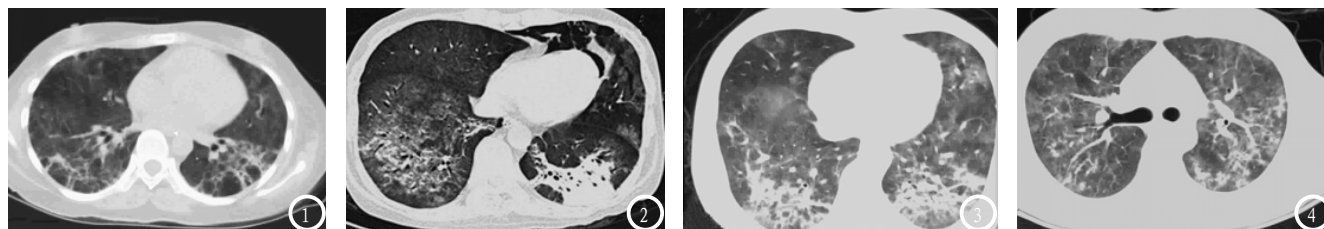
患者男, 39岁, 早中期组, CT胸片可见线状与网状小叶间隔增厚, 存在局部条索影; 图2 患者男, 47岁, 晚期组, CT胸片可见双肺弥漫性磨玻璃影, 伴随斑片影与纵膈、皮下气肿; 图3 患者男35岁, 早中期组, CT胸片可见散在的斑片状实变; 图4 患者男, 50岁, 晚期组, CT胸片可见双肺散在网格结节影、斑片及广泛磨玻璃影。
